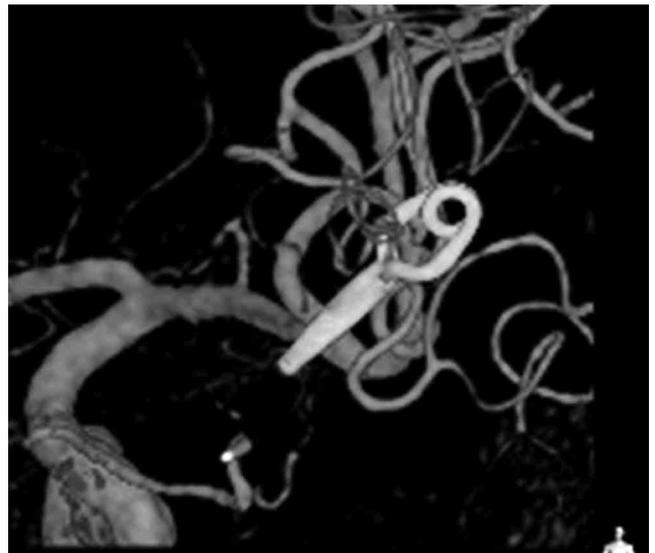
術後3週間目の脳血管撮影(3D-CTA)。脳動脈瘤はクリップにより閉塞されている
